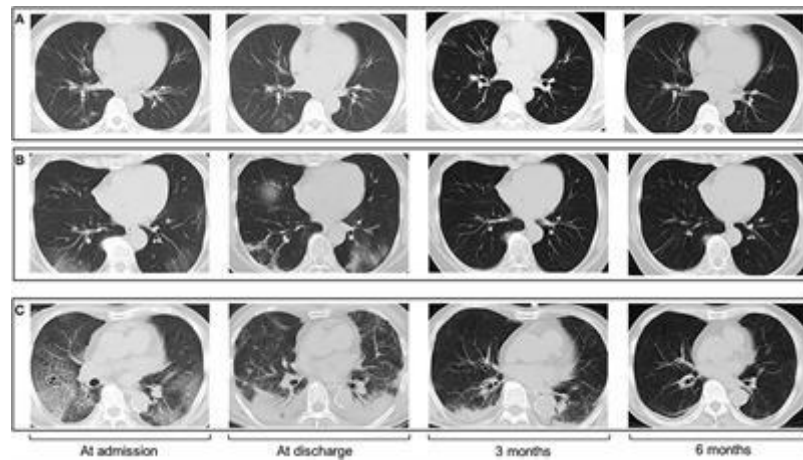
Зображення КТ горизонтального зрізу грудної клітини людини
